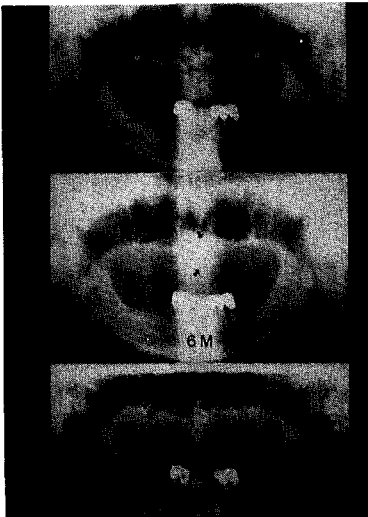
상악 전방부에 발생한 잔존낭종을 적출하고 혼합매식한 후 방사선 소견
